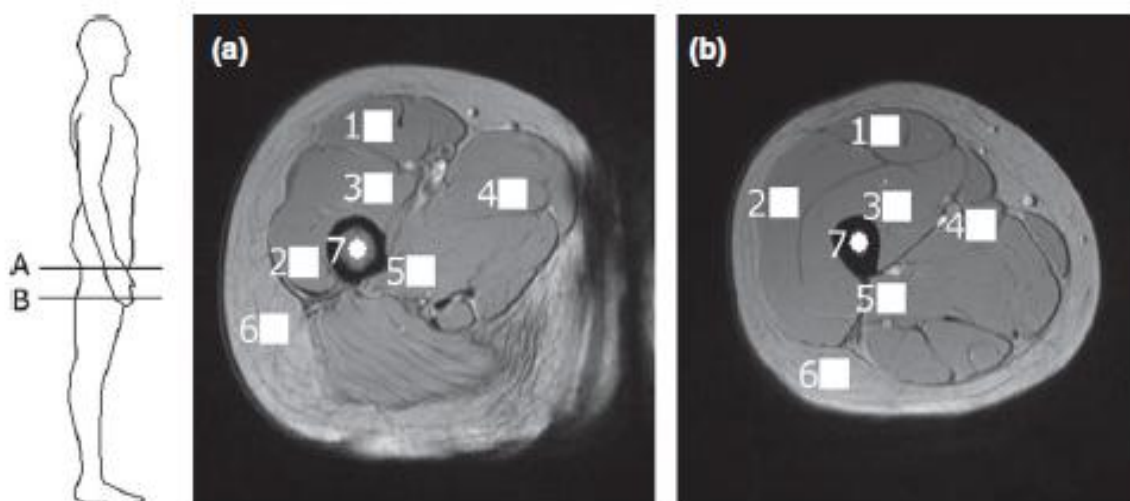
Imagens de ressonância magnética de tecidos moles da coxa. (A) Região mais proximal da coxa, com identificação da ROI em 7 estruturas diferentes; (B) Região mais distal da coxa, com identificação da ROI em 7 estruturas diferentes (SIKIÖ *et al.* 2014)
